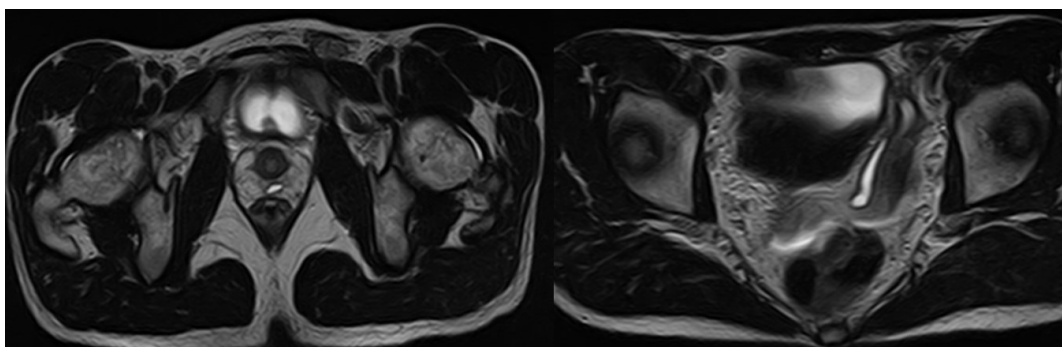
МРТ. Режим T2 ВИ. Аксиальная проекция
